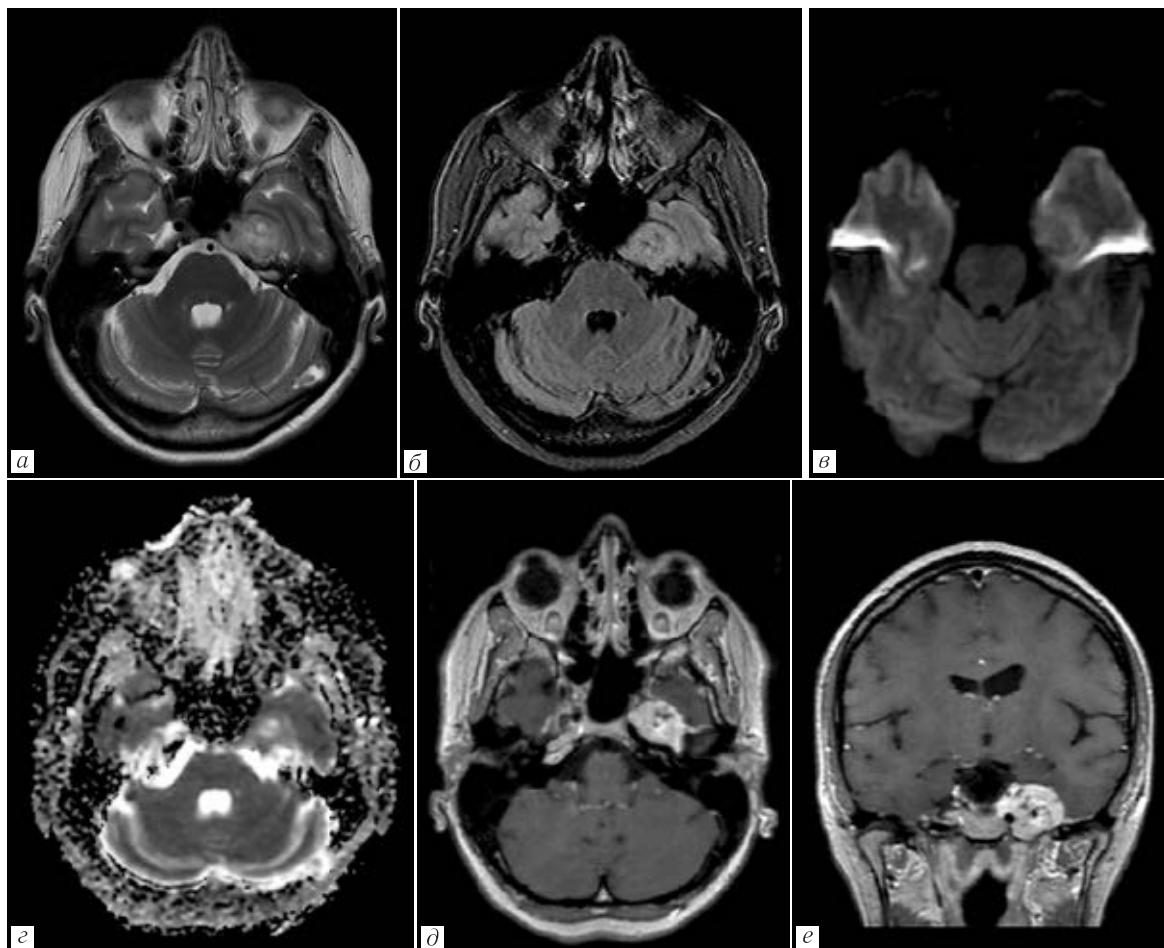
МРТ головного мозга у пациента со шванномой левого тройничного нерва: *а* — T2-ВИ; *б* — FLAIR; *в* — DWI; *г* — ADC; *д, е* — T1-ВИ с контрастированием. В левой параселлярной области вне мозгового образования, лежащее в полости Меккеля, демонстрирующее высокий неоднородный сигнал на T2-ВИ и T2-flair с характерным симптомом «мишени», интенсивным и гетерогенным накоплением контрастного препарата за счет мелких кист в структуре
